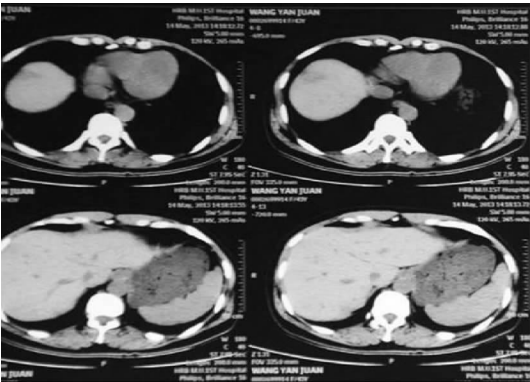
完全停用米卡芬净 2 个月复查肝脏 CT
